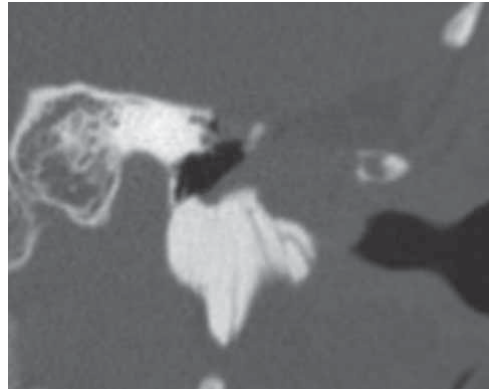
Спиральная компьютерная томография височных костей пациента 34 лет с аневризмальной костной кистой, коронарная проекция. Опухоль разрушает крышу сосцевидного отростка с формированием дефекта средней черепной ямки. Послеоперационные изменения (дефект после трепанации черепа)
